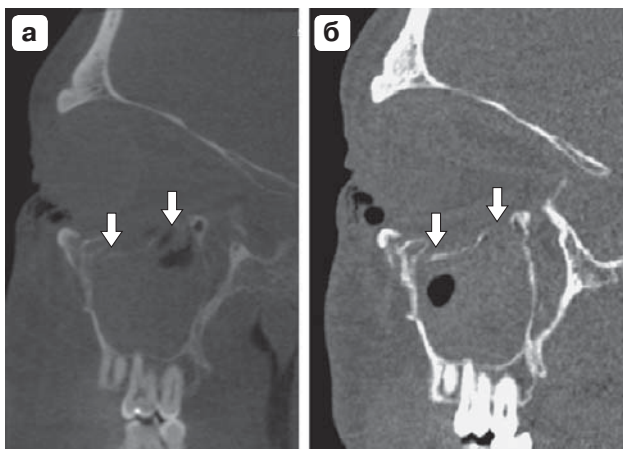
КТ-изображения, MPR в сагиттальной плоскости. а – КЛКТ; б – МСКТ. Адекватная визуализация перелома нижней стенки орбиты (стрелки) при использовании обоих методик.
